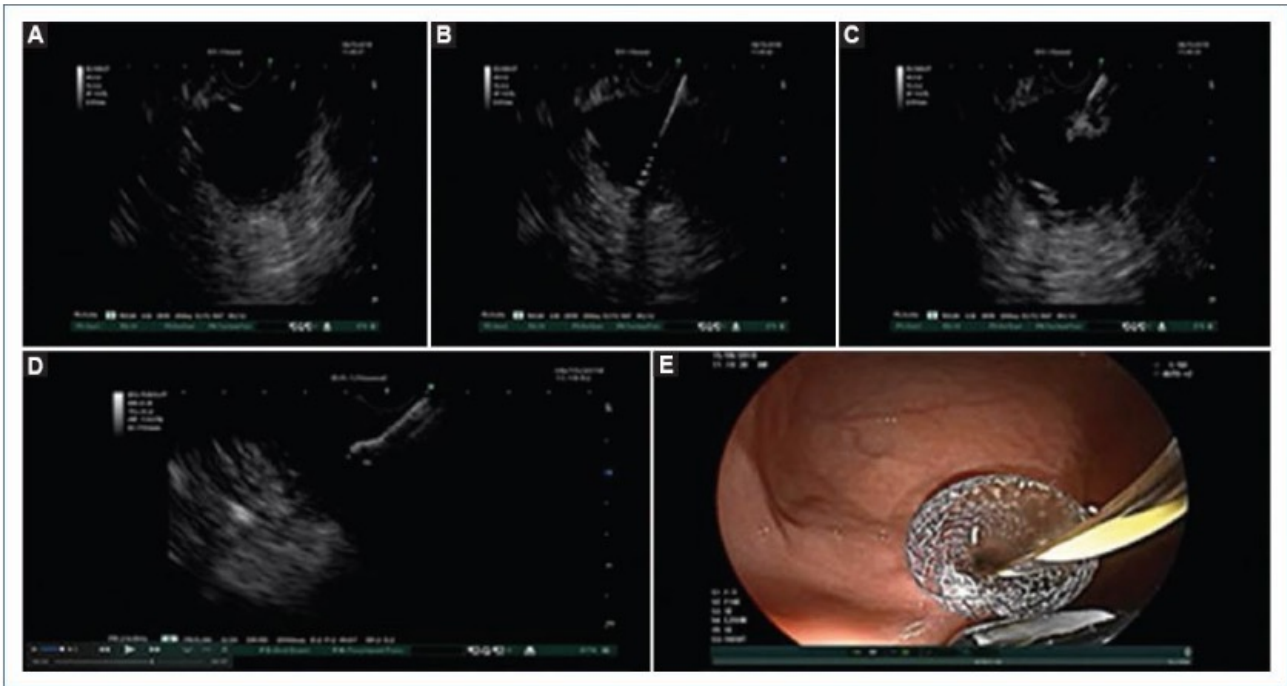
Técnica endoscópica, drenaje por Ultrasonido endoscópico. A: localización de la colección líquida, evaluación con doppler de tejidos periféricos. B: acceso a la colección con aguja 19 G y se introduce una guía 0.035. C: creación de fístula con cistostómo y dilatación con un balón dilatador. D: liberación de copa de la prótesis dentro de la colección con guía ultrasonográfica. E: liberación de copa de la prótesis en cámara gástrica.
